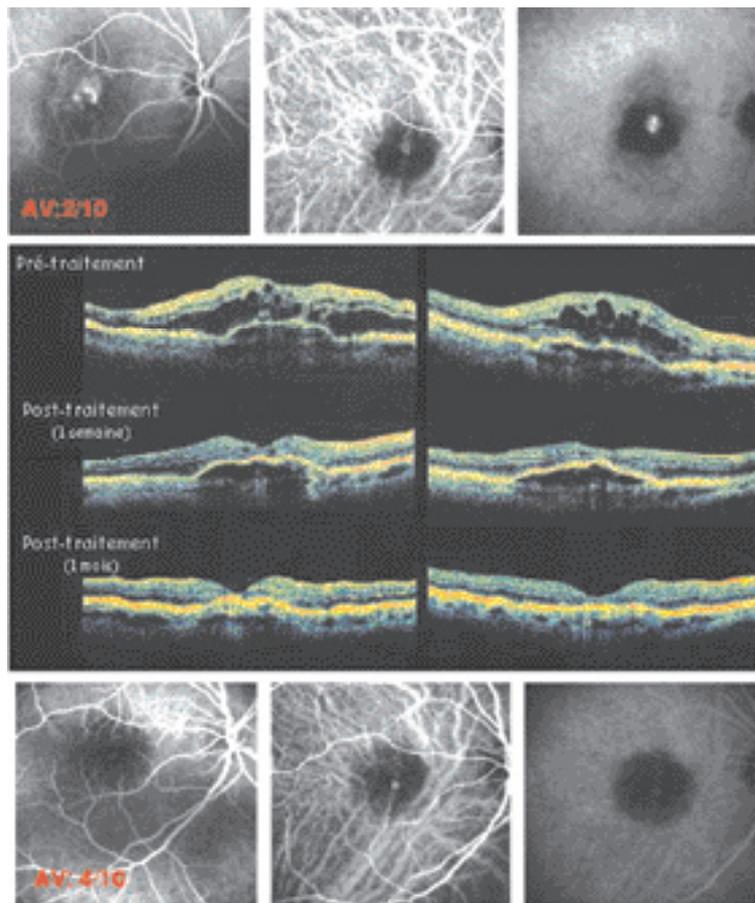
Evolution clinique rapidement favorable après une seule injection intraoculaire d'anti-VEGF sur une patiente de 76 ans. En haut : angiographie à la fluorescéine montrant le bouquet néovasculaire sous maculaire avant traitement. Au centre : coupes verticales et horizontales (technique de tomographie à cohérence optique - OCT) passant par le centre de la macula et montrant la spectaculaire régression, à une semaine, puis à un mois après injection, de l'œdème rétinien ainsi que du décollement séreux de l'épithélium pigmentaire. En bas : l'angiographie de contrôle effectuée un mois après le traitement ne permet plus d'individualiser le néovaisseau sous-rétinien (fonctionnellement, l'acuité visuelle est passée de 2/10 à 4/10).
